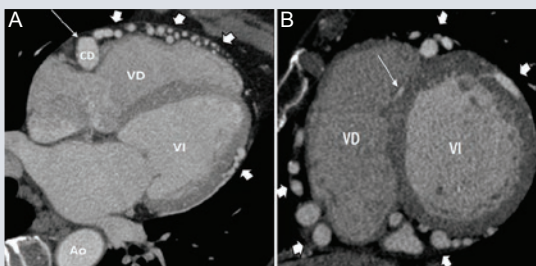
Angiotomografía en una vista axial de cuatro cámaras. A: oblicua en eje corto de dos cámaras. B: muestra los vasos colaterales intercoronarios dilatados a lo largo de la superficie epicárdica (flechas cortas), además de la hipertrofia ventricular izquierda sin trombos intracavitarios en su interior.
